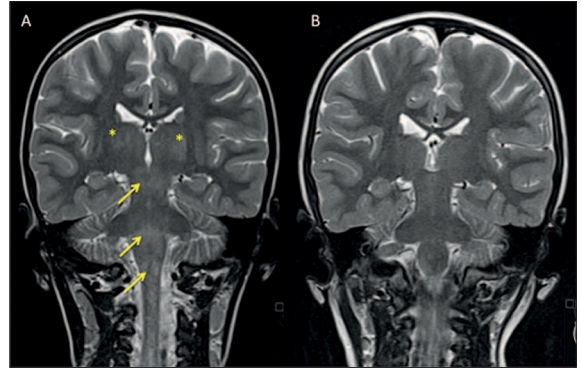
MRI (coronal T2) at the diagnosis (A, April 2016) and 6 months after hospital discharge (B, October 2016). (A) Several diffuse and poorly demarcated T2-hyperintense lesions can be seen, involving both white and grey matter, very suggestive of ADEM diagnosis (* - thalamus; arrows - lesions affecting distinct levels of the brainstem); (B) Six months after the diagnosis of ADEM, no new or chronic lesions were identified (radiological resolution). At no time were other spinal cord injuries or abnormal root enhancement identified.
